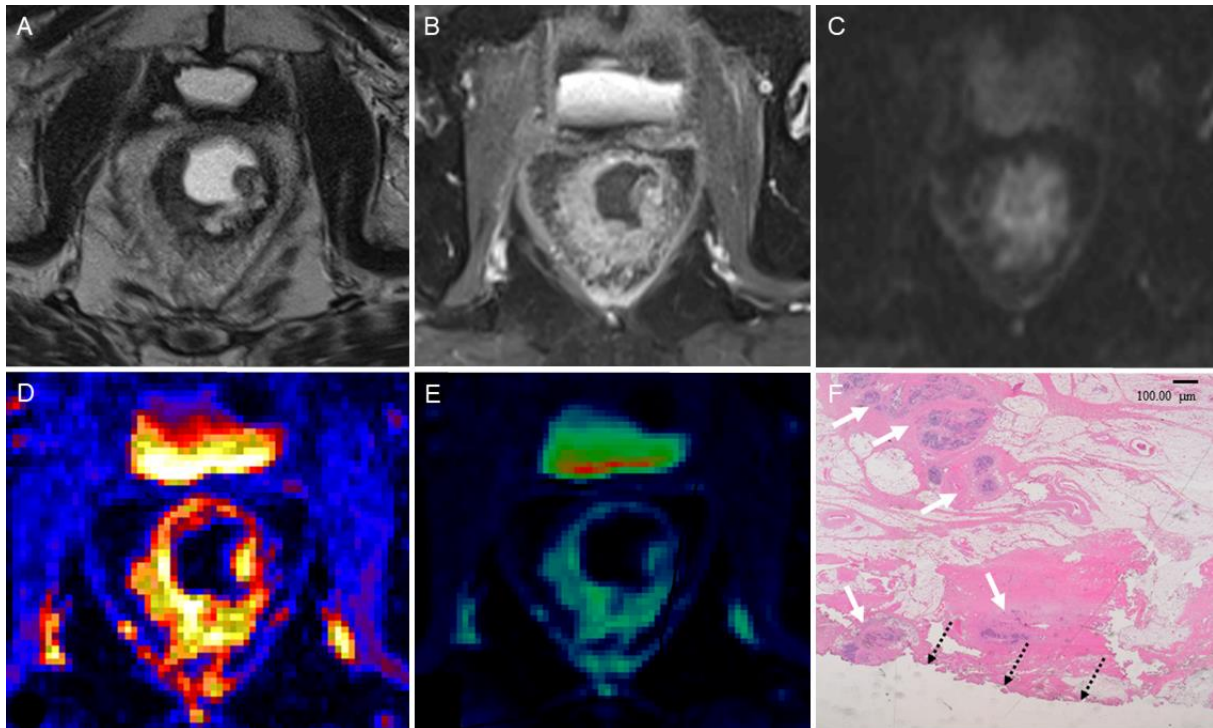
Analyse der mesorektalen Faszie in der MRT
